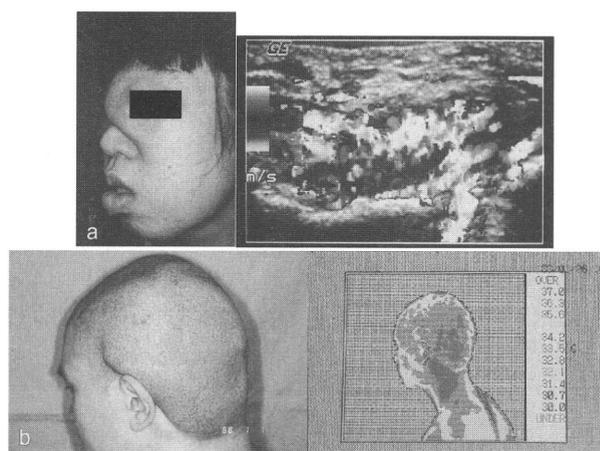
瀰漫性神経線維腫は腫瘍内に奇形血管が多数存在する。aは超音波カラードブラ法、bはサーモグラフィ所見である。両者とも豊富な血流を反映した所見がみられる。
